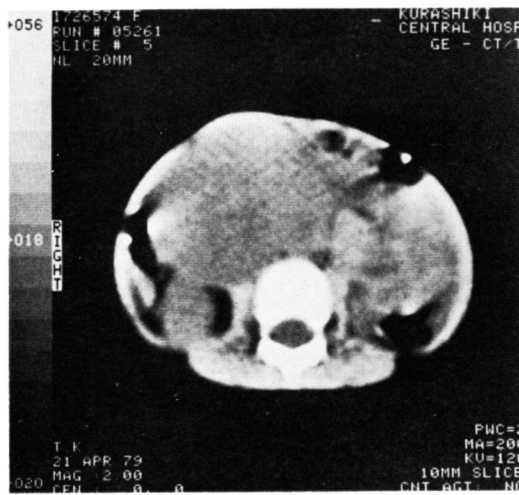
CT: before chemotherapy. Big abdominal mass.
